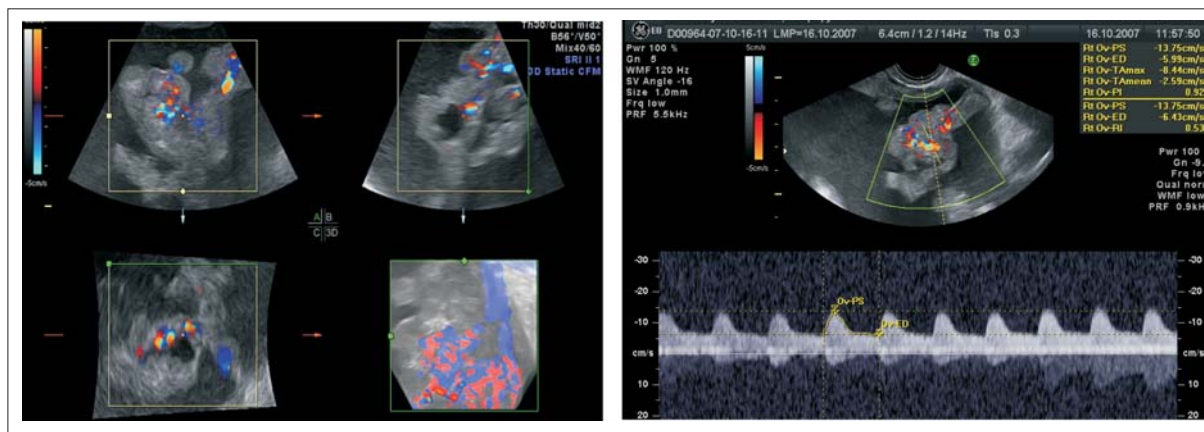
Wielokomorowy guz jajnika z polem litym i wyrostkami brodawkowatymi (A) i chaotyczny układ naczyń i turbulentny przepływ naczyniowy (B) – obrazowanie przepływu i układu naczyń w raku jajnika przy wykorzystaniu nowej techniki trójwymiarowego kolorowego Dopplera (C) i angiohistogram (D)
